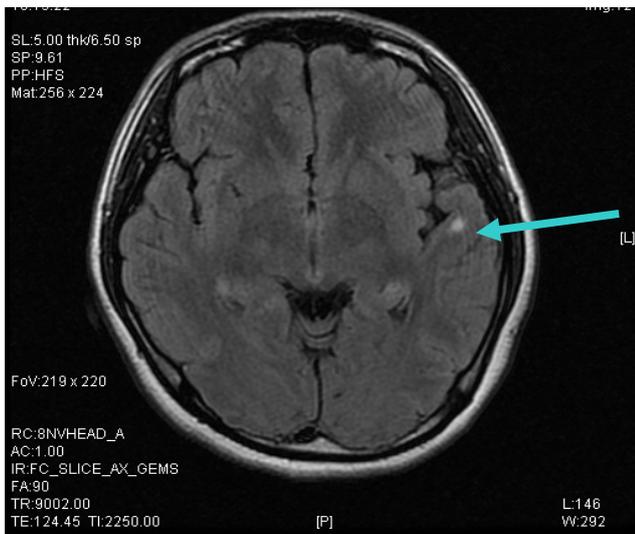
發病第八天腦部核磁共振 T2 FLAIR image 顯示左側顳葉有一小亮點(箭頭所指處)
